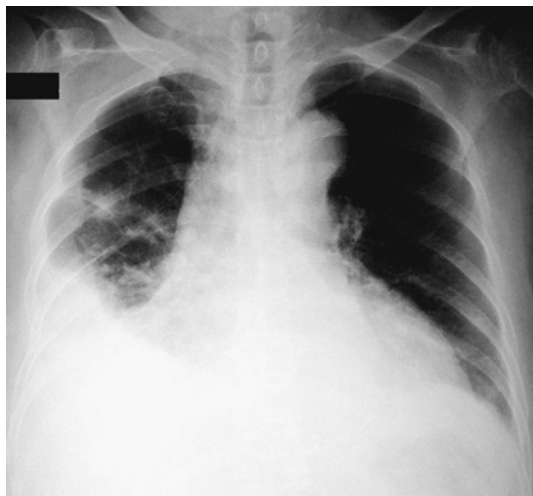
Chest X-ray on admission shows an enlarged heart shadow, right pleural effusion, and infiltration of the right middle lung field.
